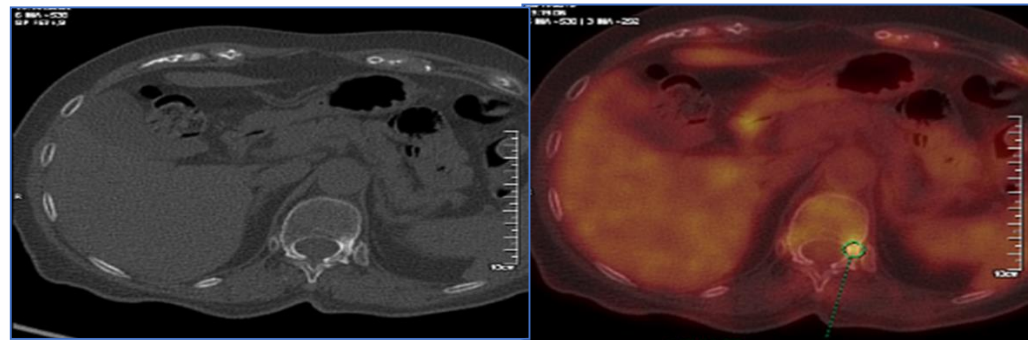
Foyer faiblement hypermétabolique sur la TEP/TDM (SUV max =2,34) au niveau du pédicule gauche de D12 en rapport avec une lésion ostéocondensante.
